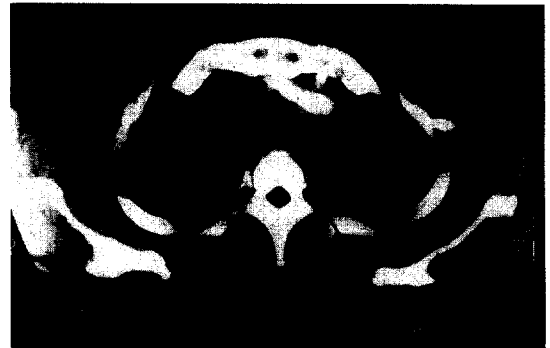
CT scan of the chest showing 6×3.5cm sized cavity with air-fluid level in left upper lobe and 7×8cm sized cavity with irregular, thick wall and surrounding infiltrations in right upper lobe.
